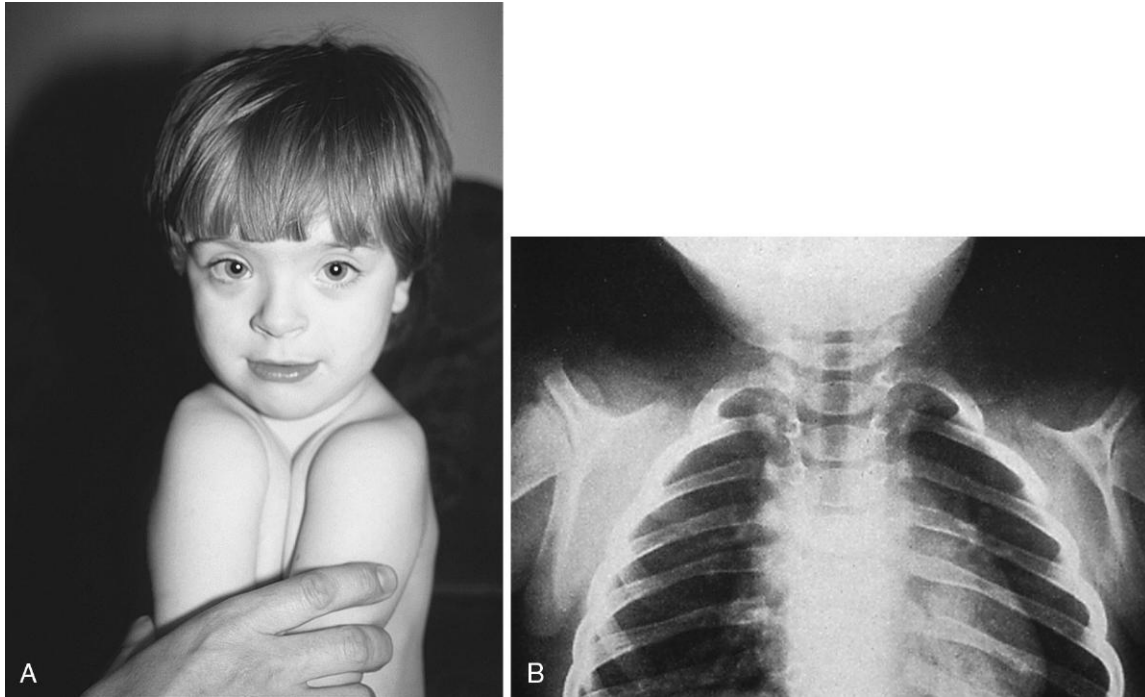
Displasia cleidocraneal. Ausencia de clavículas en personas con mutaciones en el gen *Runx-2*. A, Obsérvese en este niño la capacidad de aproximar los hombros en ausencia de clavículas. B, En esta radiografía se aprecia la ausencia de clavículas. (A, De Turnpenny P, Ellard S: *Emery's elements of medical genetics*, 14.ª ed., Filadelfia, 2012, Churchill Livingstone; B, de Robert J. Gorlin Collection, Division of Oral and Maxillofacial Pathology, University of Minnesota Dental School, cortesía del Dr. Ioannis Koutlas.)
